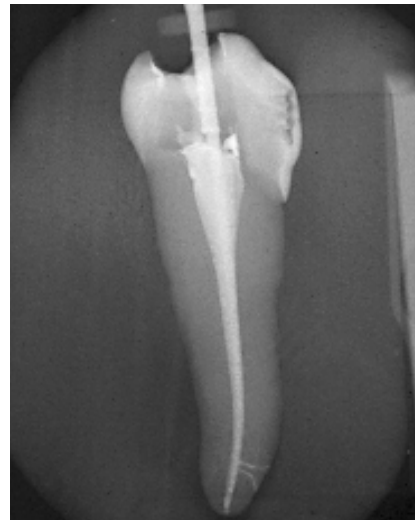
Radiografia di un premolare mandibolare che presenta due canali laterali nel terzo apicale.
